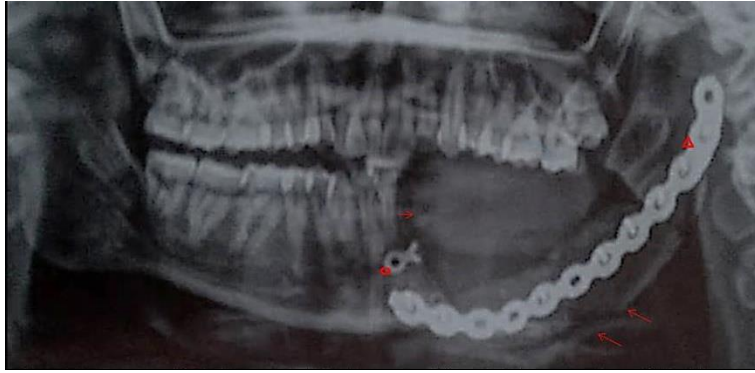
Ortopantomografía donde se aprecia en región mandibular del lado izquierdo, lesión de aspecto esférico (flecha), radio opaca, bien delimitada, de localización aparentemente adyacente al hueso. Resalta la presencia de dos estructuras, la primera (círculo) de menor tamaño y la segunda (triángulo) de mayor tamaño, que son semejantes entre si y que corresponden al material de reconstrucción. Obsérvese región ósea soportada por el material de reconstrucción antes mencionado, correspondiente al injerto óseo (dos flechas). FUENTE DIRECTA
